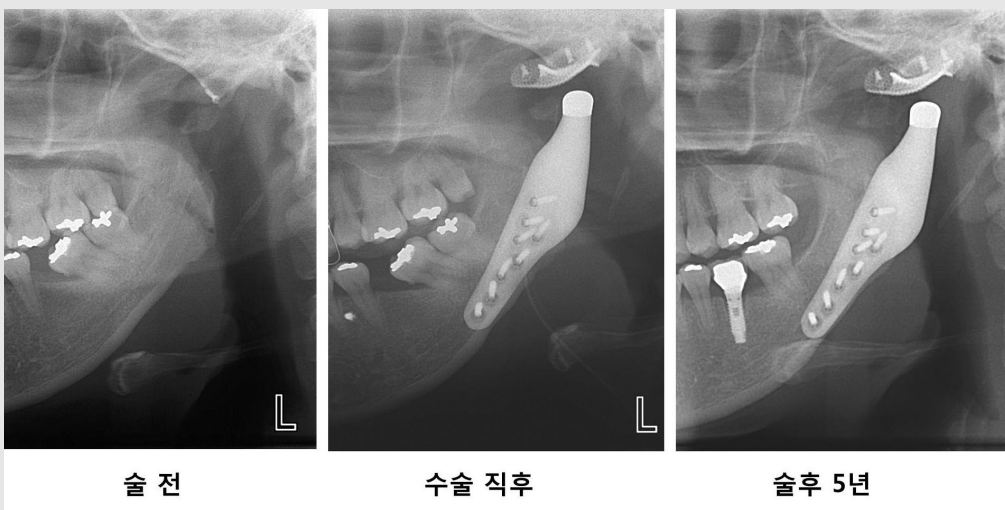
골절부위 금속고정판을 제거한 후의 수술 전과 수술 직후, 수술 5년 후의 파노라마 방사선 사진. 방사선 사진에서 나사 폴림이나 보철물 파절과 같은 특이한 소견이 관찰되지 않으며 인공 보철물은 잘 유지되고 있다. 하악과두와 하악와 사이의 공간은 폴리에틸렌이 위치하고 있는 부위이다(그림 2 참고).
